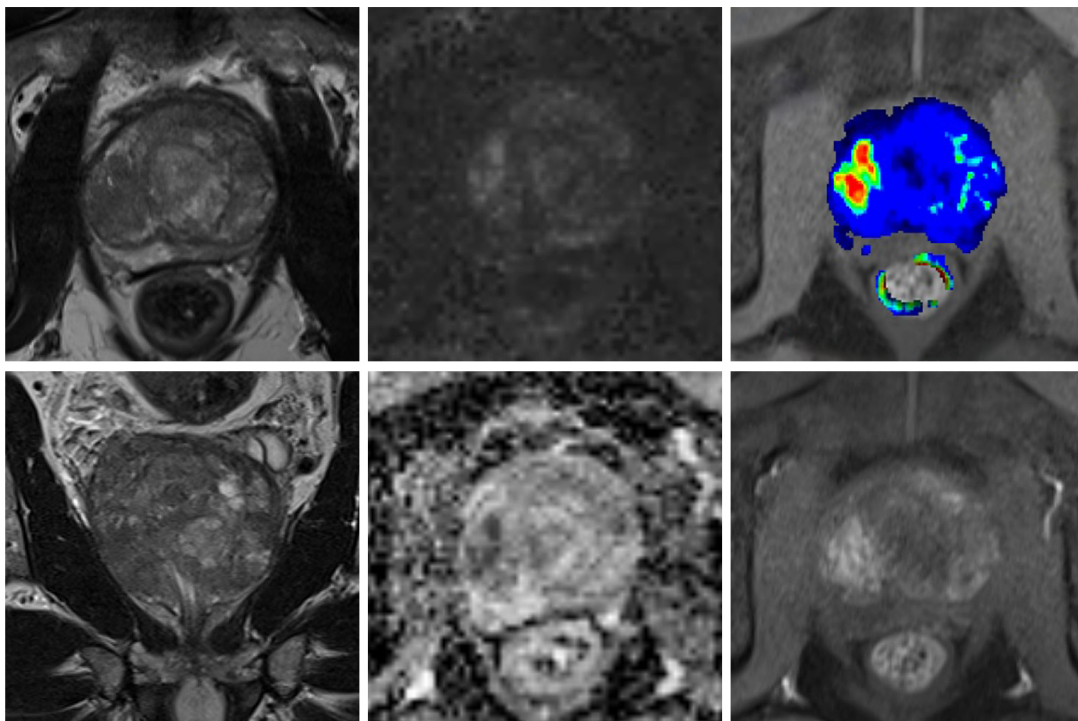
Beispielhaftes MRT für Subgruppe 3 [64]; fokale PI-RADS-4-Läsion mit begleitend stromaler Hyperplasie in der links-mittigen Transitionszone, nur gering hypointens und erschwert abgrenzbar in T2WI, fokale Diffusionsrestriktion in ADC-Karte und deutliche Hyperperfusion in der DCE.
